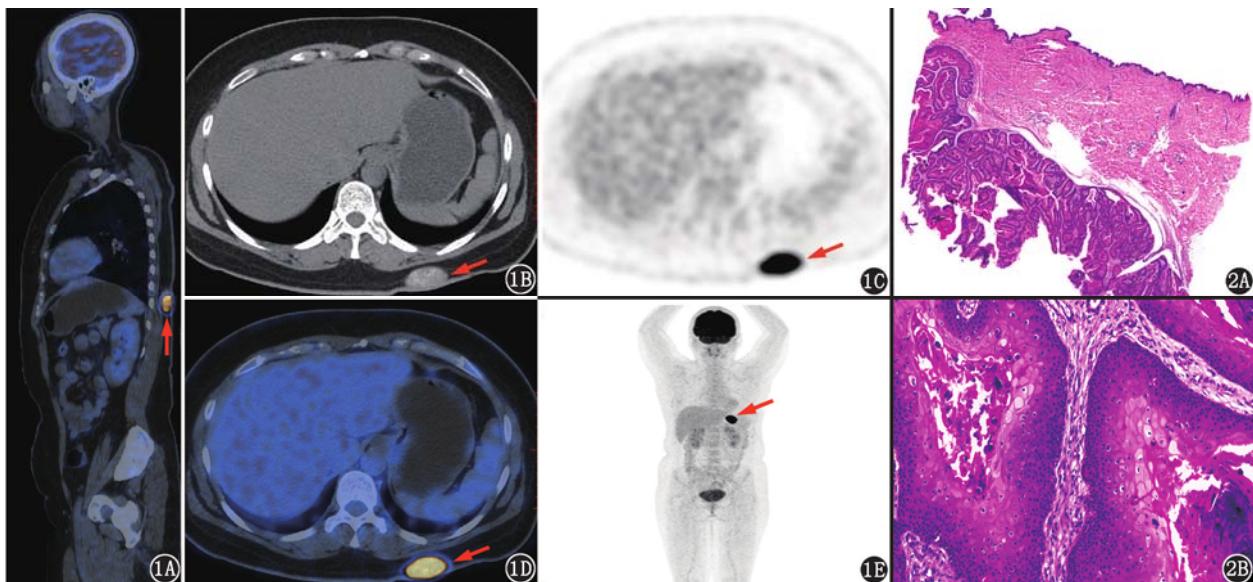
左侧背部皮下增生性外毛根鞘瘤(PTT)患者(女, 36岁)¹⁸F-脱氧葡萄糖(FDG) PET/CT显像图(箭头示病灶)。可见左侧背部皮下椭圆形混杂密度肿块影, 边界清, 局限于脂肪层, 大小约34 mm×17 mm, 呈明显放射性浓聚, 最大标准摄取值(SUV_{max})约17.9。PTT影像表现一般为单发囊性或实性结节, 多发病灶少见, 多为形态规则, 部分可呈分叶状, 边界清晰, 与邻近组织界限清, 一般无周围及远处转移, 伴或不伴钙化与液化^[1]; ¹⁸F-FDG摄取明显增高, SUV_{max}可达19.0^[2]
